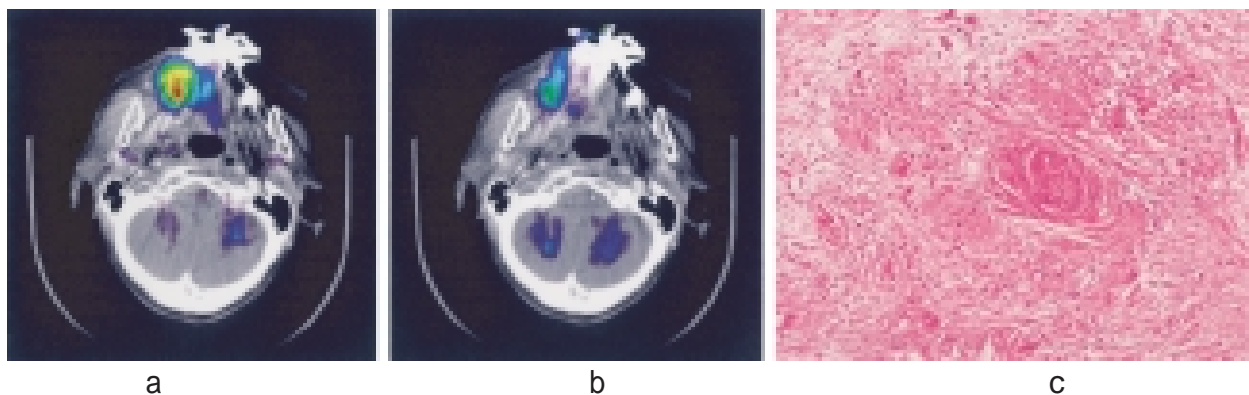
右側上顎歯肉癌のFDG PET、a: 放射線化学療法前、b: 放射線化学療法後
